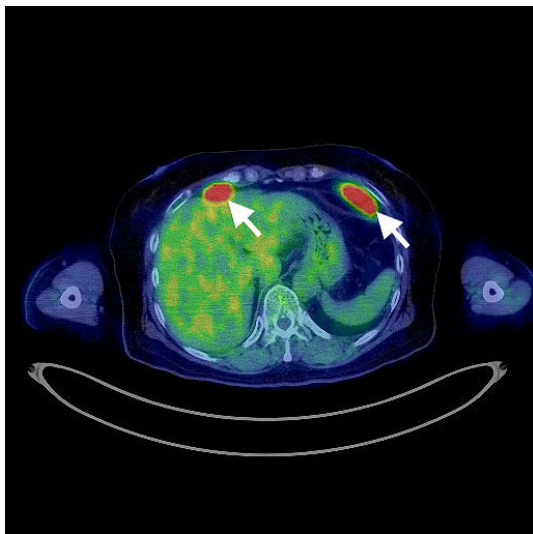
PET-CT showed the accumulation of FDG in the masses (arrows).
